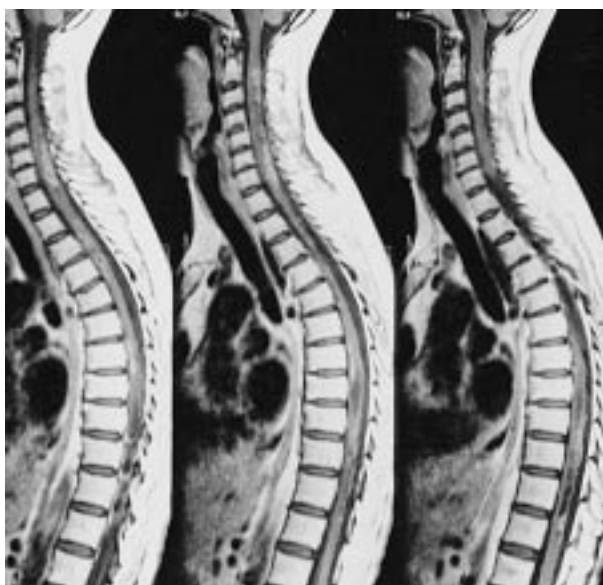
IRM coupes sagittales, séquence pondérée T1 après injection de Gadolinium.
